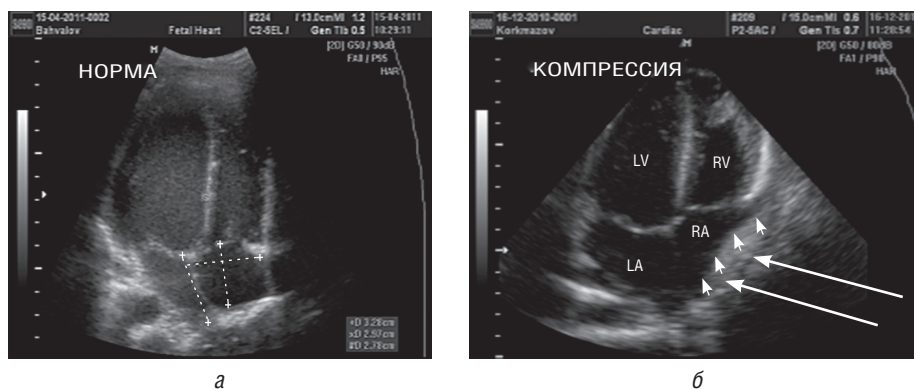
а* — Эхокардиограмма полостей сердца без деформации; *б* — изменение геометрической формы правого предсердия за счет компрессионного воздействия отмечено стрелками
